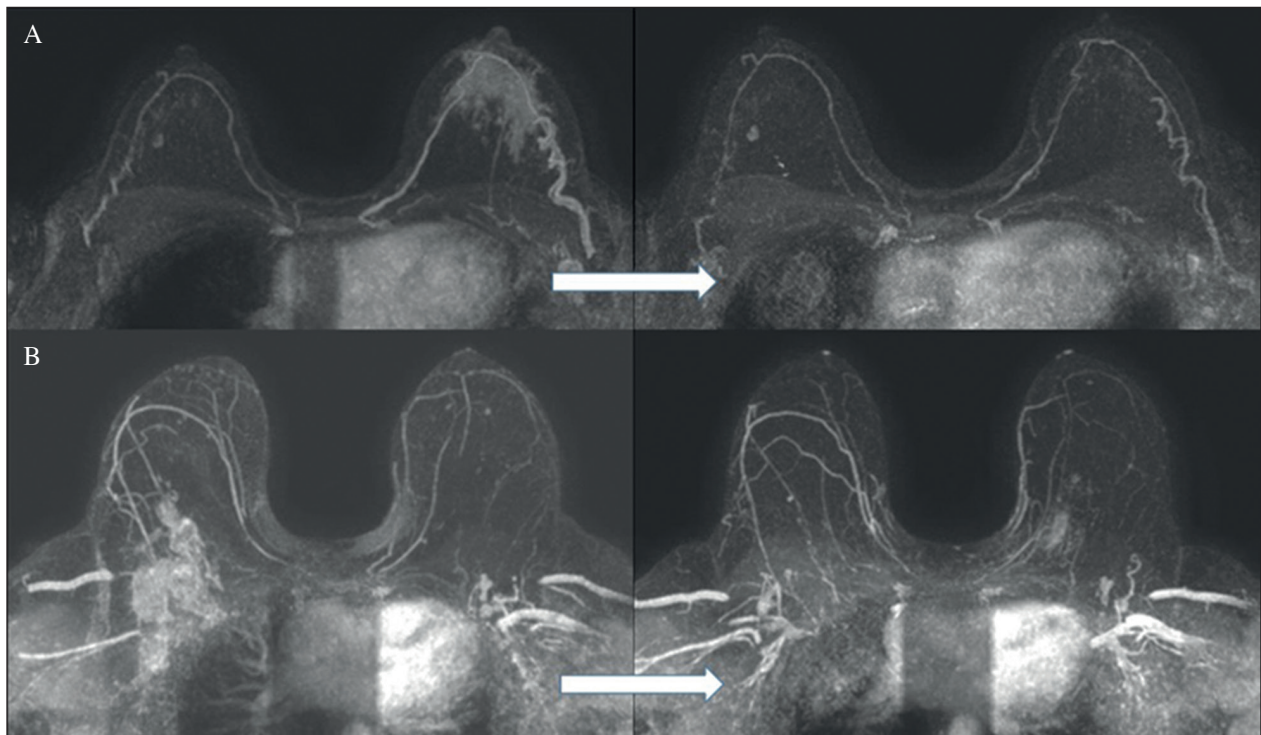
A. CMLA con extenso realce difuso de la mama izquierda con afectación axilar. Después del tratamiento se demuestra respuesta completa en la mama y en la axila mediante RM. B. CMLA con tumoración de 6 cm en cuadrante superoexterno-prolongación axilar derecha y adenopatías ipsilaterales. Después del tratamiento se demuestra respuesta completa en la mama y parcial mayor en la axila mediante RM.
